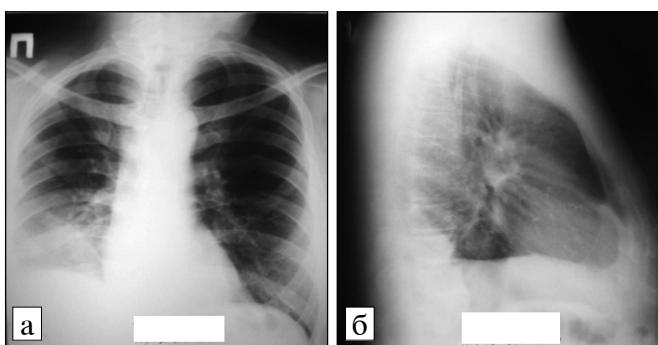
Контрольные рентгенограммы пациента И., 49 лет. Легкие полностью расправлены. Плевральные напластавования справа в нижних отделах.
